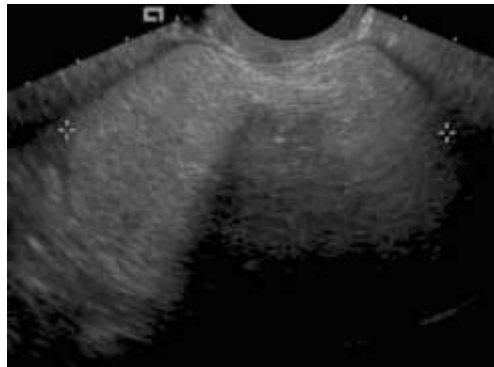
Coupe échographique Tératome mature ovarien gauche (60).
